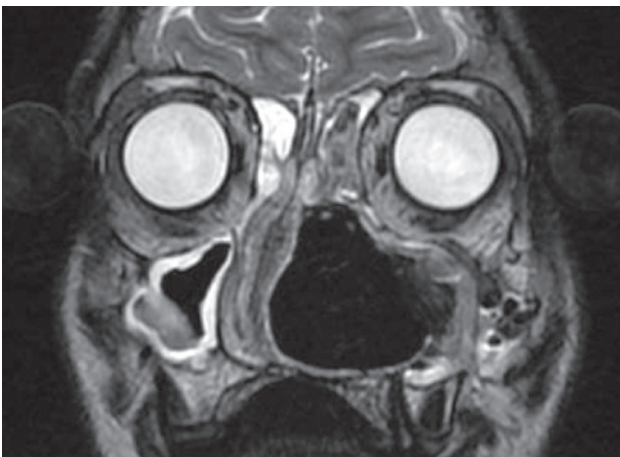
Imagen de RMN en T2 tras la cirugía endoscópica nasosinusal donde se observa resección completa de la lesión.
